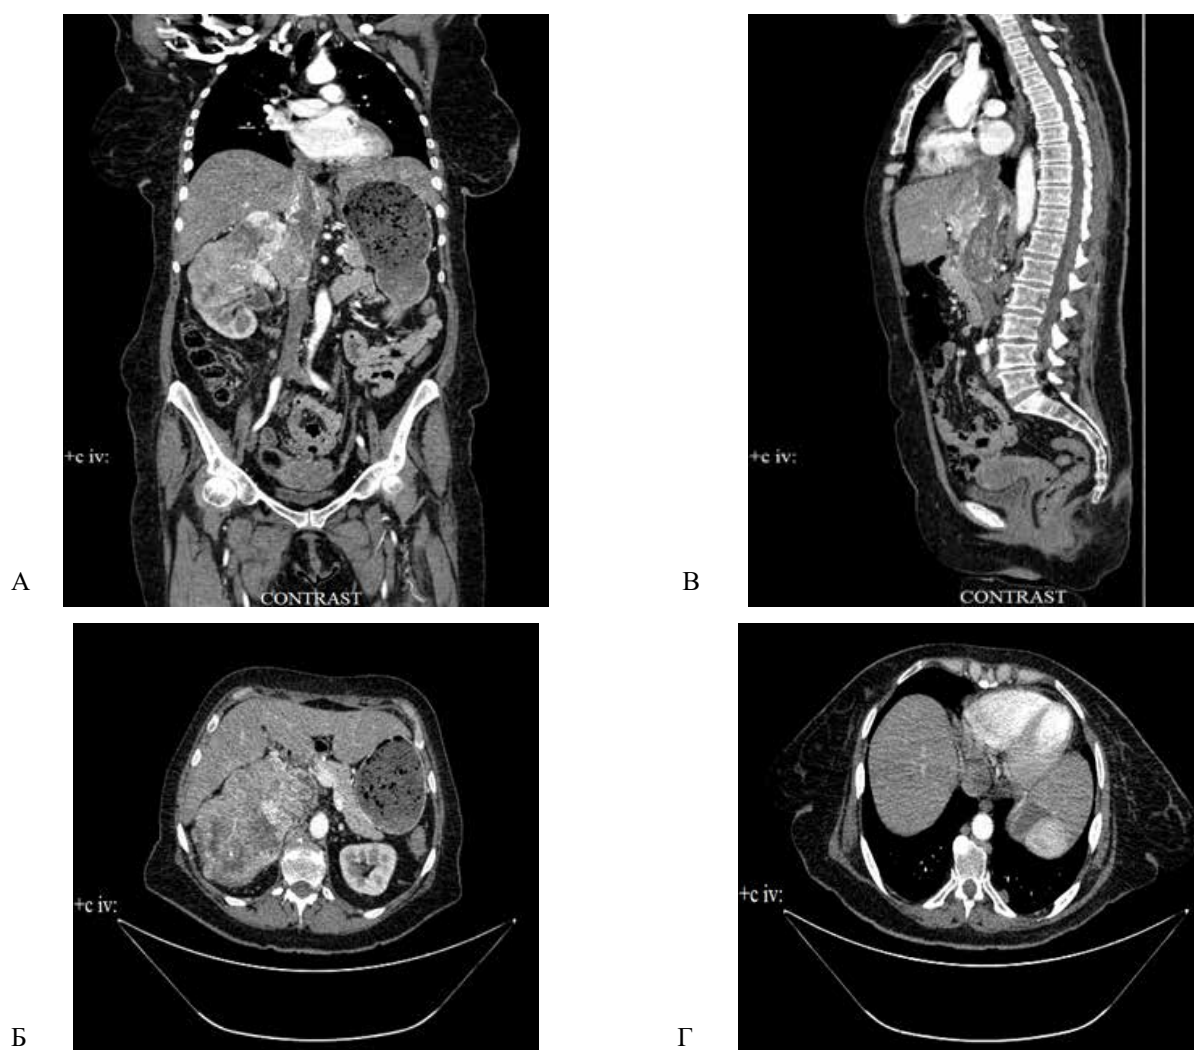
МСКТ-изображения, артериальная фаза исследования: а, б - нижний сегмент правой почки замещен крупным интенсивно васкуляризованным образованием, гетерогенно накапливающим контрастный препарат, распространяющимся на синус почки, передний листок фасции Героты (а - коронарная проекция, б - аксиальная проекция); а, в, г - в просвете правой почечной вены определяются васкуляризованные тромботические массы, распространяющиеся в НПВ вплоть до правого предсердия (в - коронарная проекция, г - аксиальная проекция).
